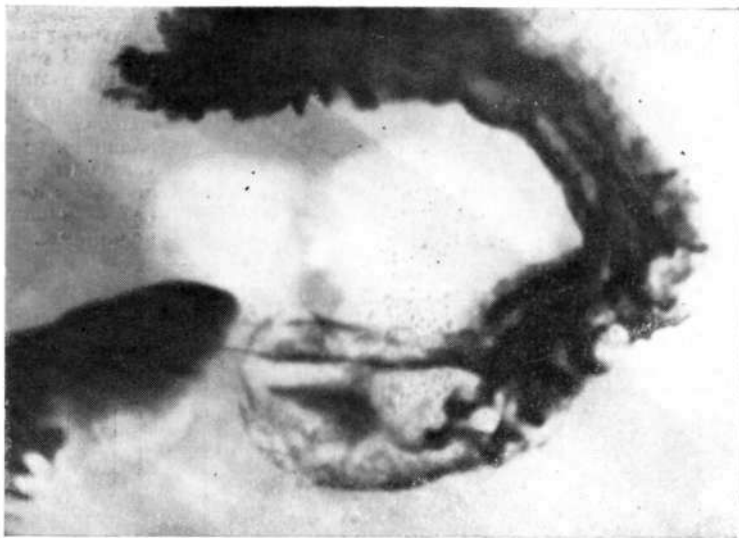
Обзорная рентгенограмма желудка. Центральный дефект наполнения с ровными контурами и депо бариевой взвеси. У проксимального полюса поверхность опухоли бугристая.
